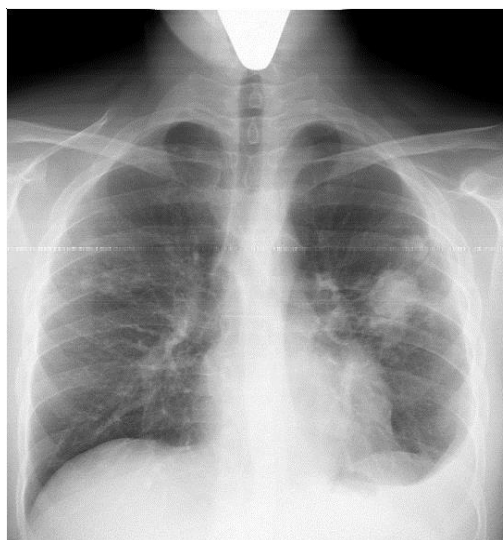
Туберкулема, осложненная левосторонним экссудативным плевритом (рентгенограмма)
